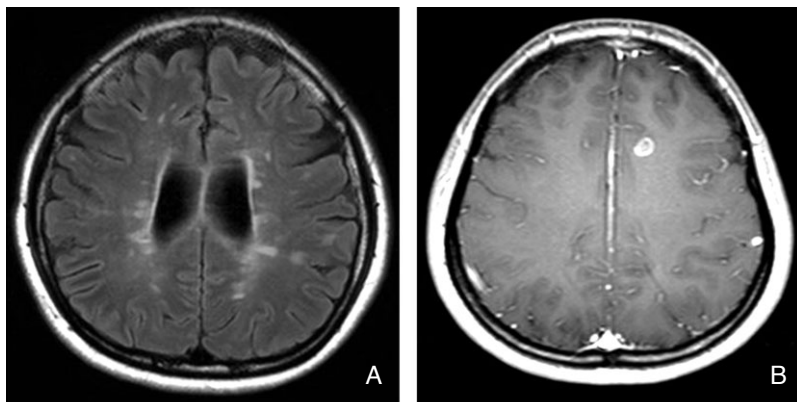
Representing MRI of multiple sclerosis.
